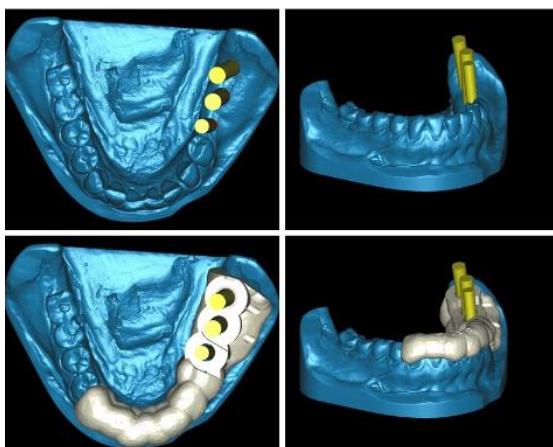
Guía quirúrgica avanza con ayuda de tomografía computarizada.⁵³
